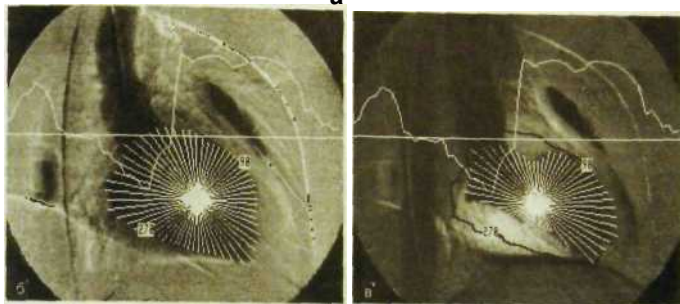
66. Измерение левого желудочка при рентгеновской вентрикулографии. а — изометрические кривые систолического (внутренний) и диастолического (наружный) контуров сердца с разбивкой по секторам 1–8 и кривая сокращения левого желудочка во время одного кардиоцикла; б и в — измерение радиусов левого желудочка в фазе диастолы и фазе систолы.
